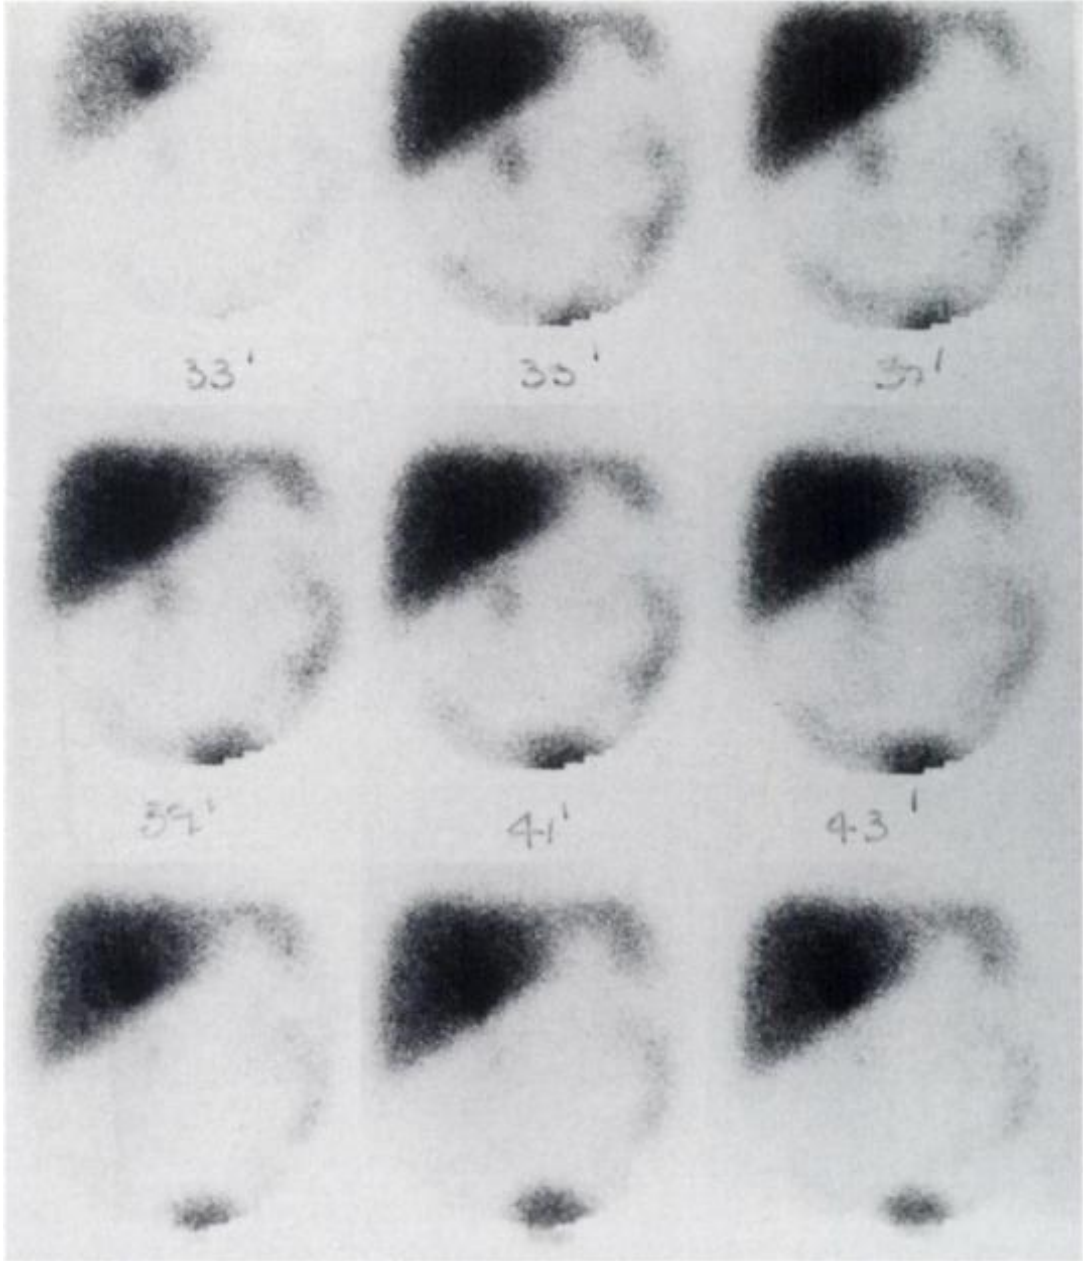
Biliyer Atrezi. Konsantrasyon ve Ekskresyon Fazında Radyofarmasötik Geçiş İzlenmemektedir (A), 4.Saat SPECT Görüntüleri (B) ve 24.Saat Geç Planar Görüntüleme (C) Bağırsağa Aktivite Geçiş Tespit Edilmemiştir (76).
